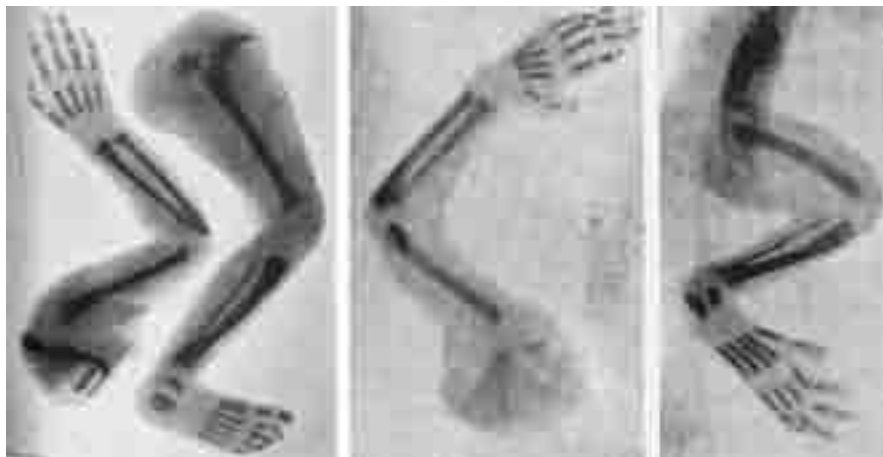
«Versuche mit der Röntgen'schen Photographie» 1896: Experimente mit Leichenteilen – hier Extremitäten von Affen und Menschen im Vergleich – sind einfacher auszuführen, als Aufnahmen von lebenden Körpern. Expositionszeiten zwischen 20 und 75 Minuten sowie die Anforderung, während dieser Zeit in absoluter Bewegungslosigkeit zu verharren, erschweren eine Anatomie des Lebendigen.
